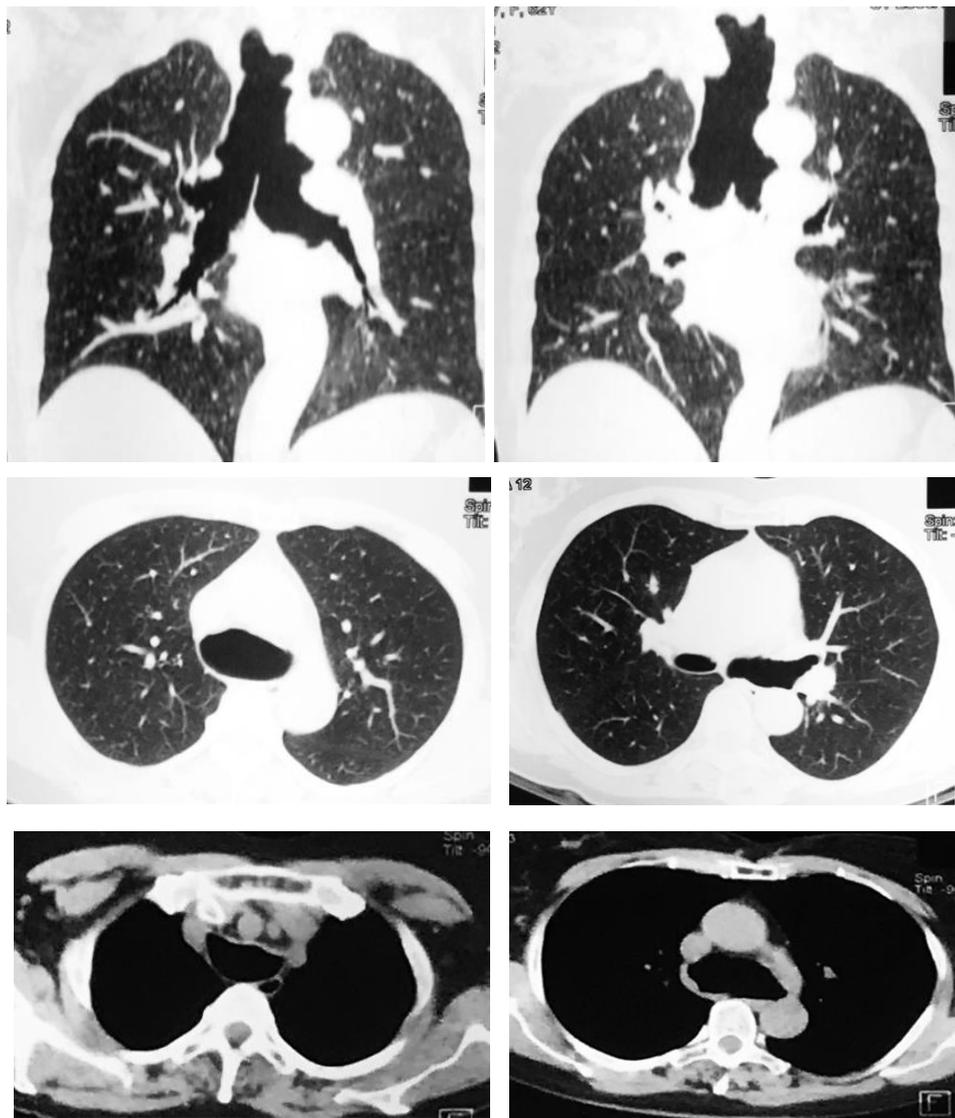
Больная Г., 62 года. На серии представленных РК-томограммах в режимах легочного и мягкотканого окна определяется выраженное расширение трахеи и бронхов (главных и начальных отделов долевого бронхов), деформация, фестончатость контуров трахеи
